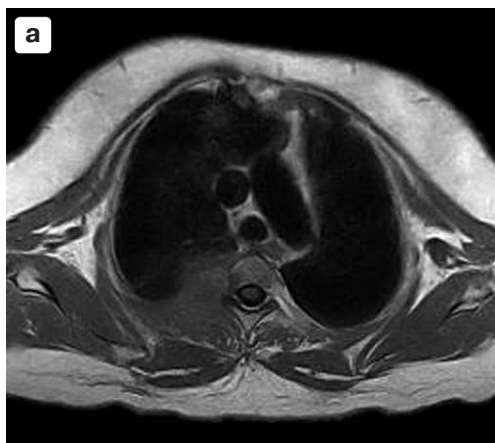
Рак молочной железы. МРТ грудного отдела позвоночника, аксиальная проекция: а – T1ВИ – метастатическое поражение грудного отдела позвоночника с паравертебральным распространением; б – тот же больной после введения парамагнетика – гипернакопление РФП в метастазе.
